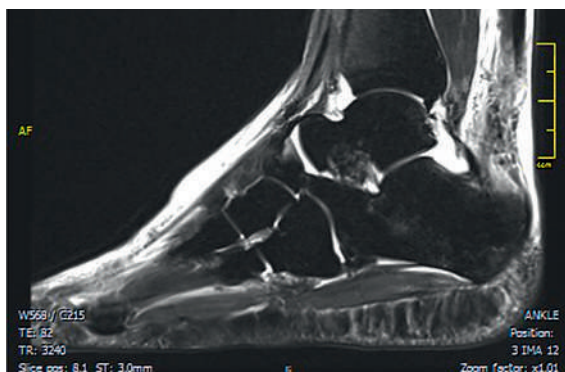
MRT T2. Gelenkerguss im Bereich des oberen und unteren Sprunggelenkes, Weichteilödem.
